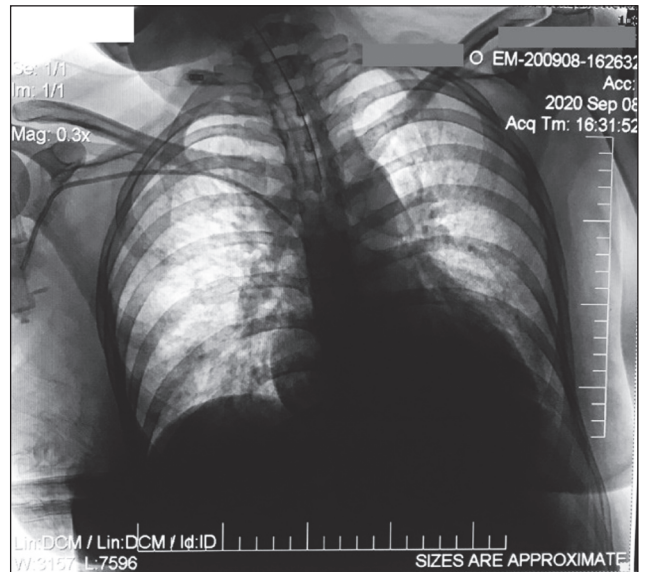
Рентгенографія органів грудної клітки хворої М. від 08.09.2020 р. (ознаки двобічної пневмонії)
